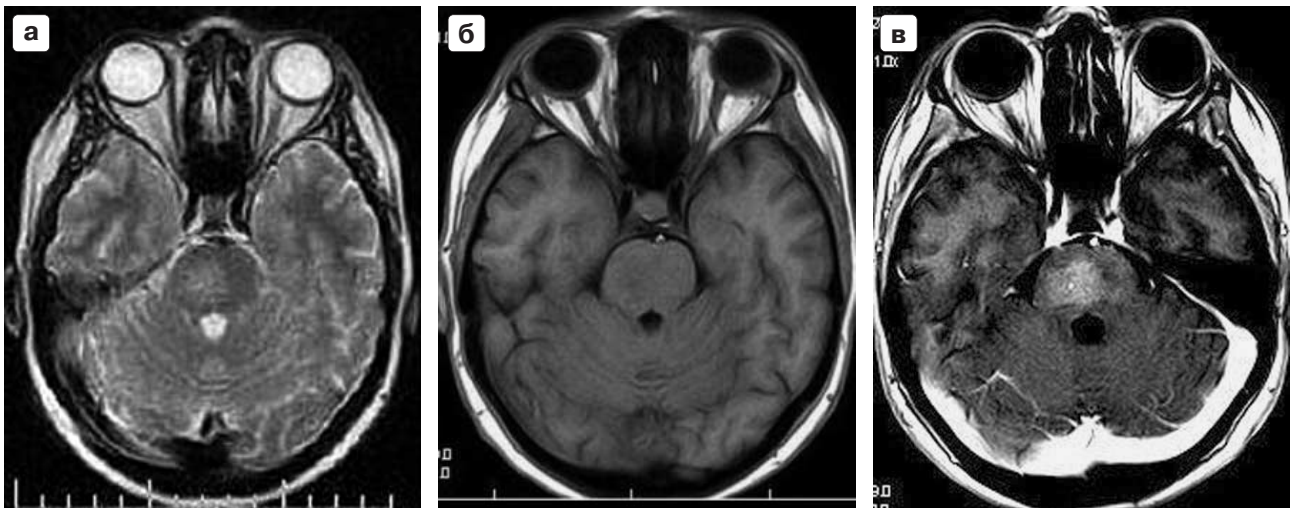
МРТ (Outlook Proview, 0,23 Тл), аксиальные срезы: а – T2-ВИ (FSE: TR = 3800 мс, TE = 120 мс); б – T1-ВИ (FE3D: TR = 27 мс, TE = 10 мс); в – T1-ВИ после в/в струйного введения омнискана, 20 мл.
